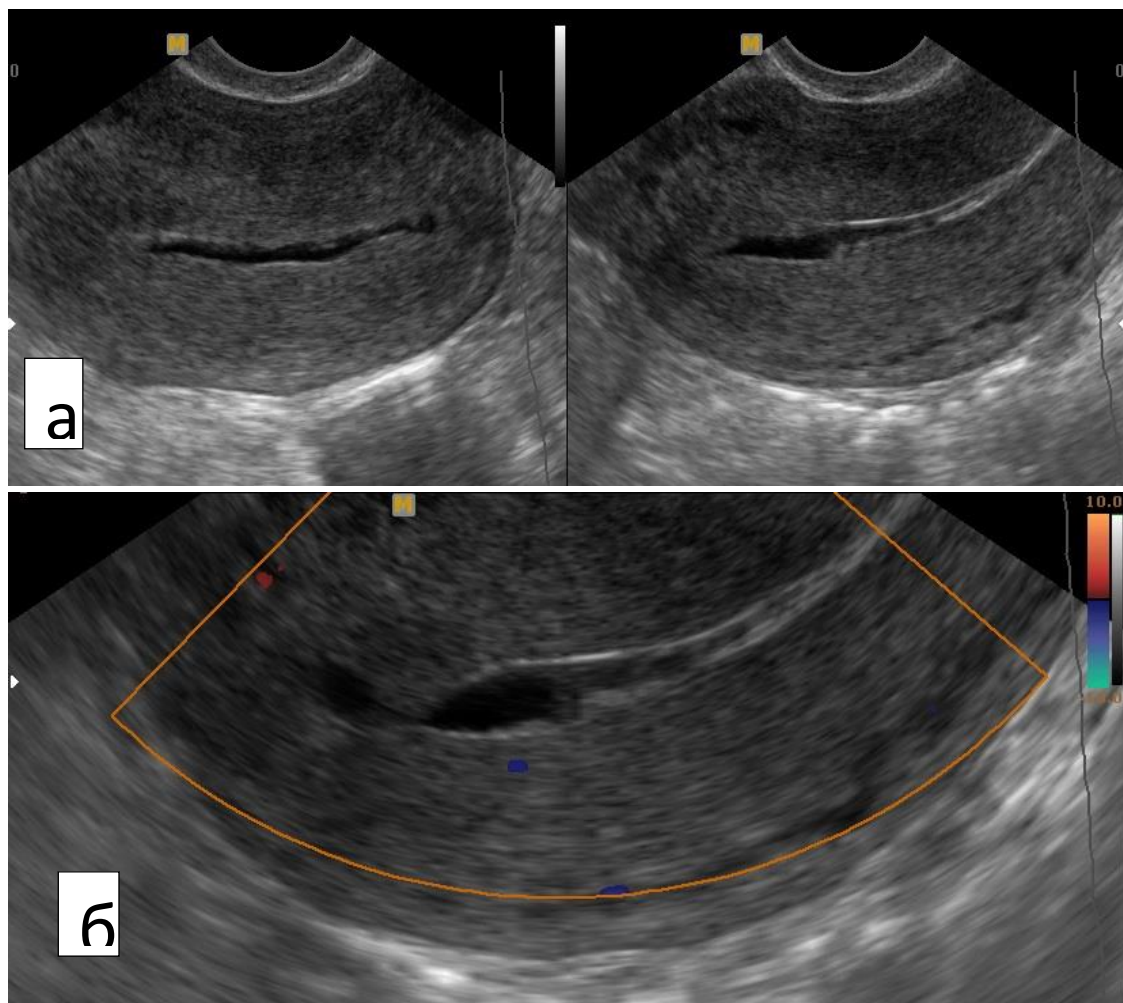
УЗИ малого таза пациентки М. спустя сутки после лечения.
